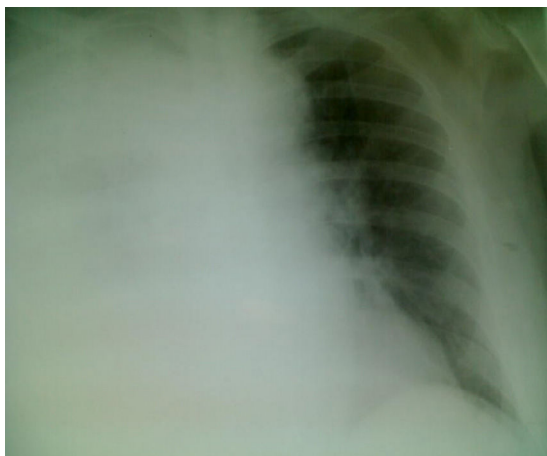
Proyección posteroanterior de radiografía de tórax con portátil, donde se aprecia afectación pulmonar con derrame pleural derecho total.
